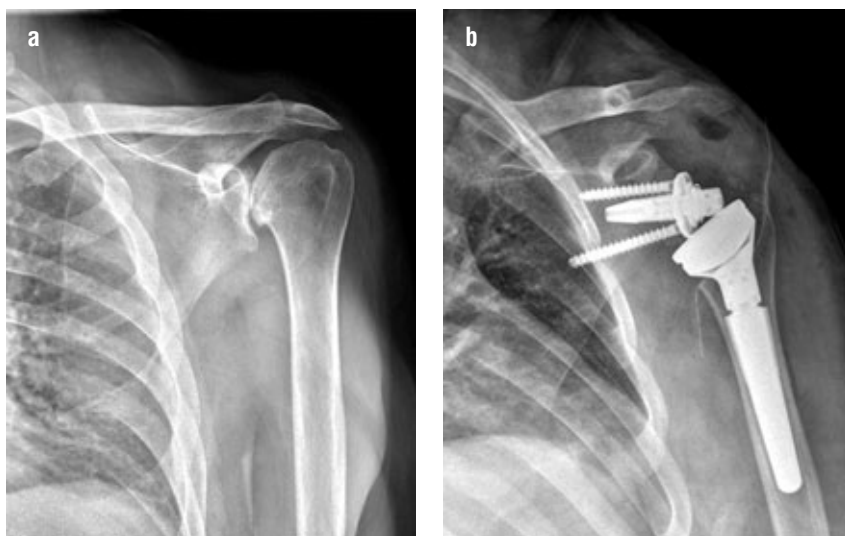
Muž, 76 let. Anamnéza recidivujících luxací pravého ramene, po arthroscopické stabilizaci. Následně v roce 2016 utrpěl po pádu subkapitální frakturu proximálního humeru, která léčena konzervativně. Na rtg snímku z roku 2017 patrná těžká artróza (5a), klinicky výrazně omezená hybnost, aktivní ventrální flexe i abdukce pouze do 20°, dále souhyb s lopatkou. Předoperačně doplněno CT (viz. obr. 2), zde patrná retroverze glenoidu 21°, s jeho medializací, typ Walch B2. Rtg snímek 6 měsíců po operaci (5b) je bez známek odhojení štěpu, který byl odebrán z hlavičky humeru pacienta, dále standardní průběh. Při kontrolním vyšetření 24 měsíců od operace aktivní hybnost do 130° ventrální flexe i abdukce, pacient dosáhne na oblast L3, do úst i za hlavu, bez omezení. Na současně provedeném kontrolním CT s odstíněním kovů patrná retroverze 3°, s patrným prohojením štěpu (5c).
